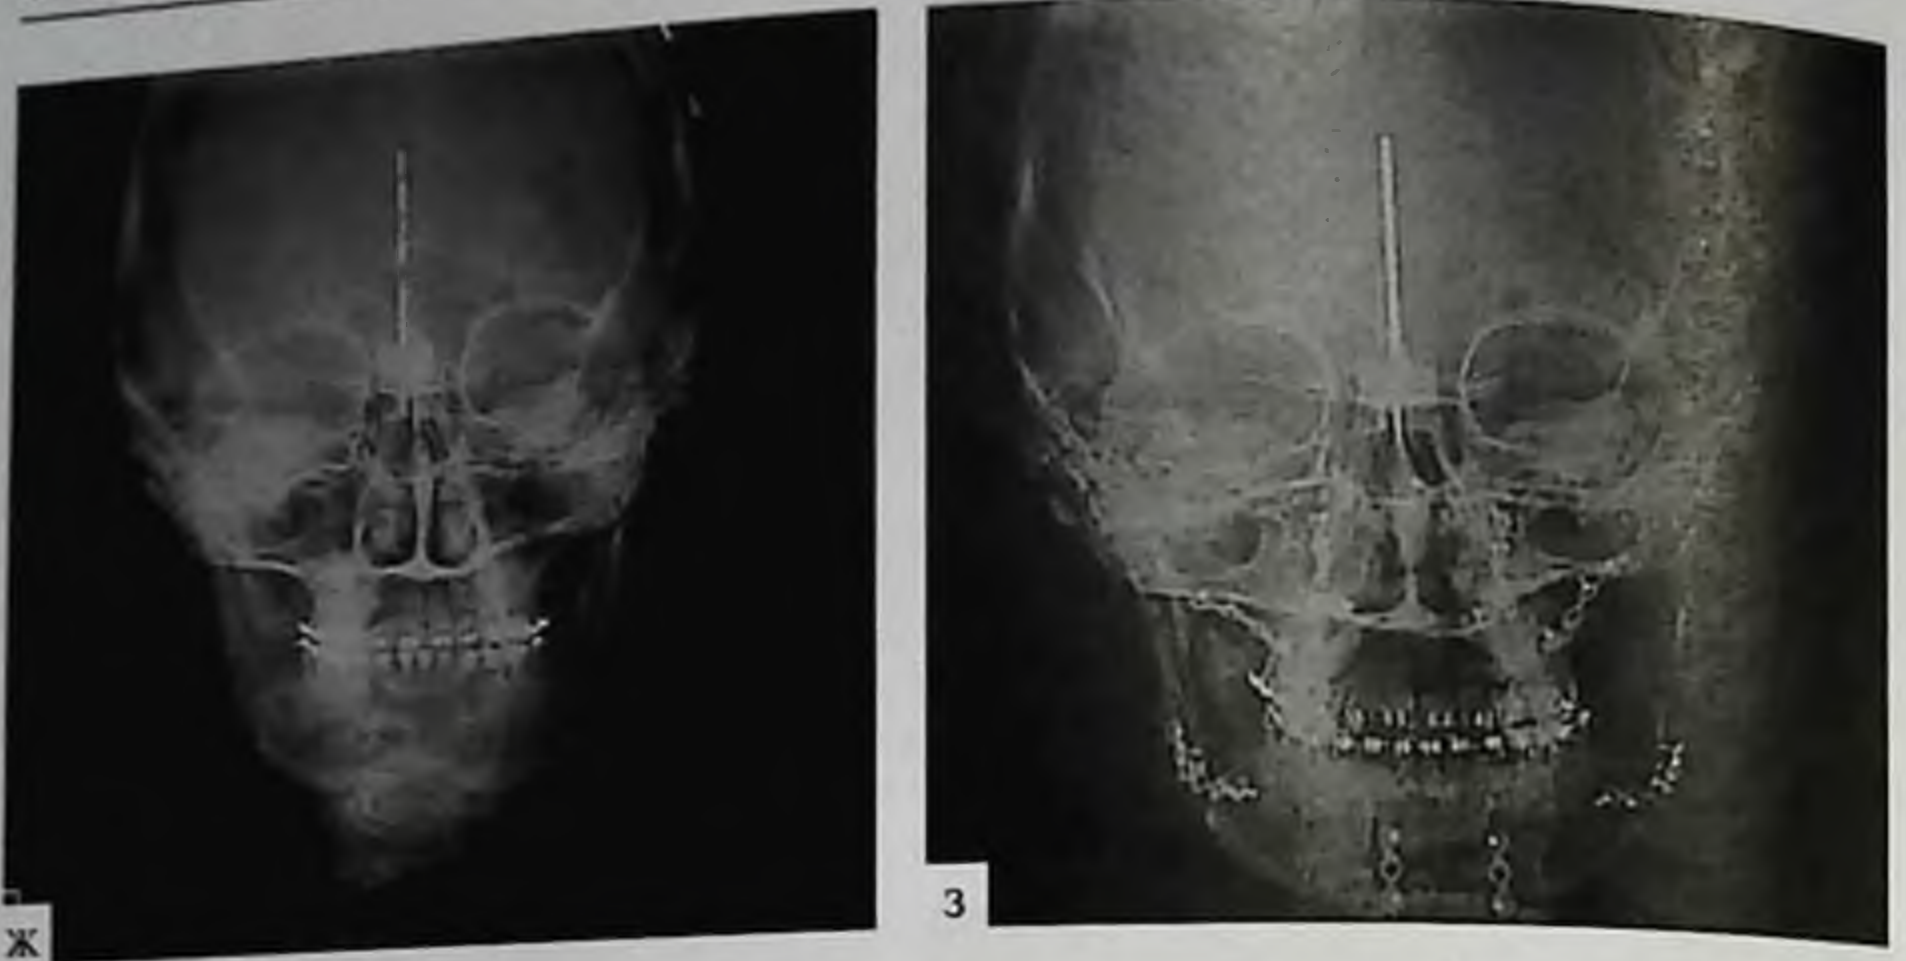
Окончание. Дистальная окклюзия. II класс зубочелюстных аномалий по Энгля: ж, з — телерентгенограммы в прямой проекции
